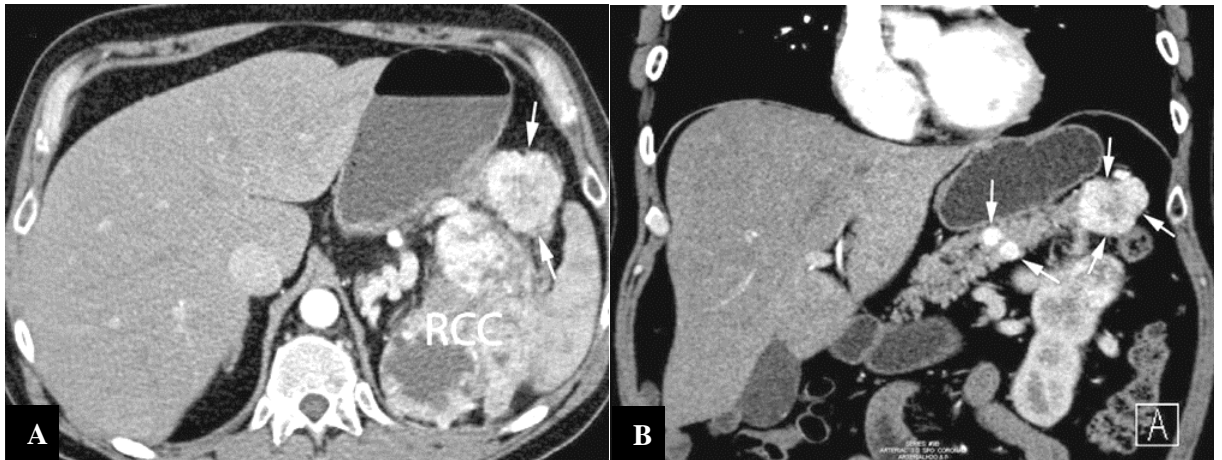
Métastases pancréatiques d'un carcinome à cellule rénale. Les images TDM en phase artérielle axiale (A) et coronale (B) montrent une volumineuse masse rénale gauche hétérogène et trois métastases hypervasculaires pancréatiques (flèches) (243).
